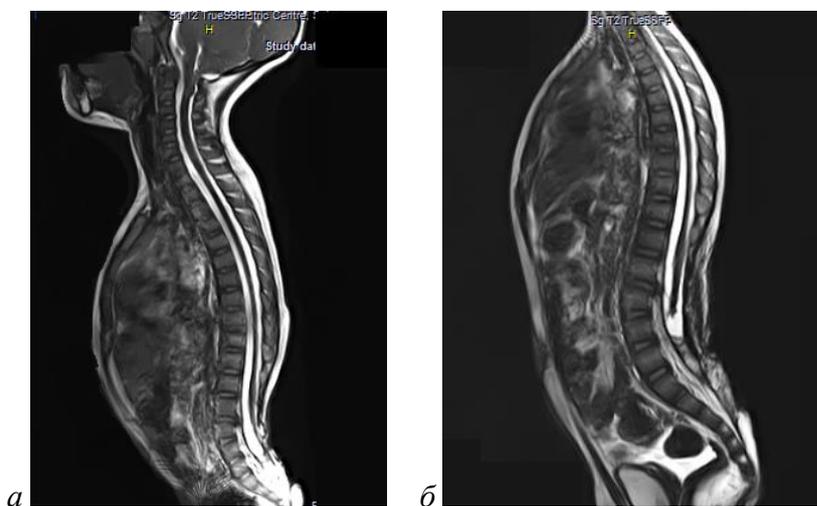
МРТ пациентки 4 лет до (а) и после (б) устранения вторичной фиксации спинного мозга.
